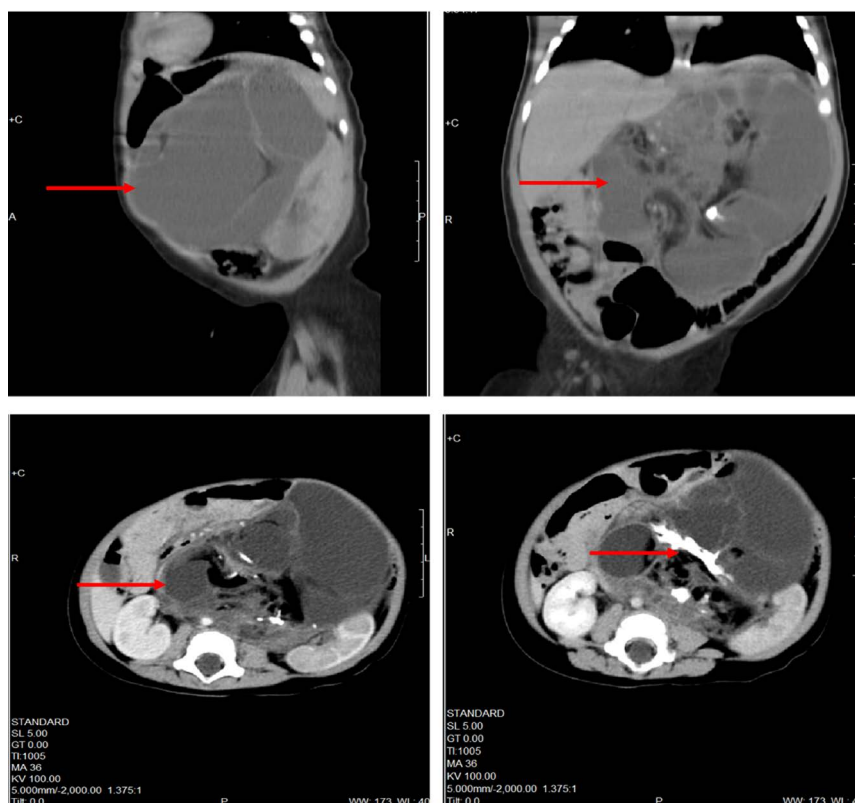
Abdominal CT showed a huge mass occupying the whole abdomen with a heterogenic cystic and solid mass with a size of about 8.7 cm × 8.8 cm × 11.7 cm
